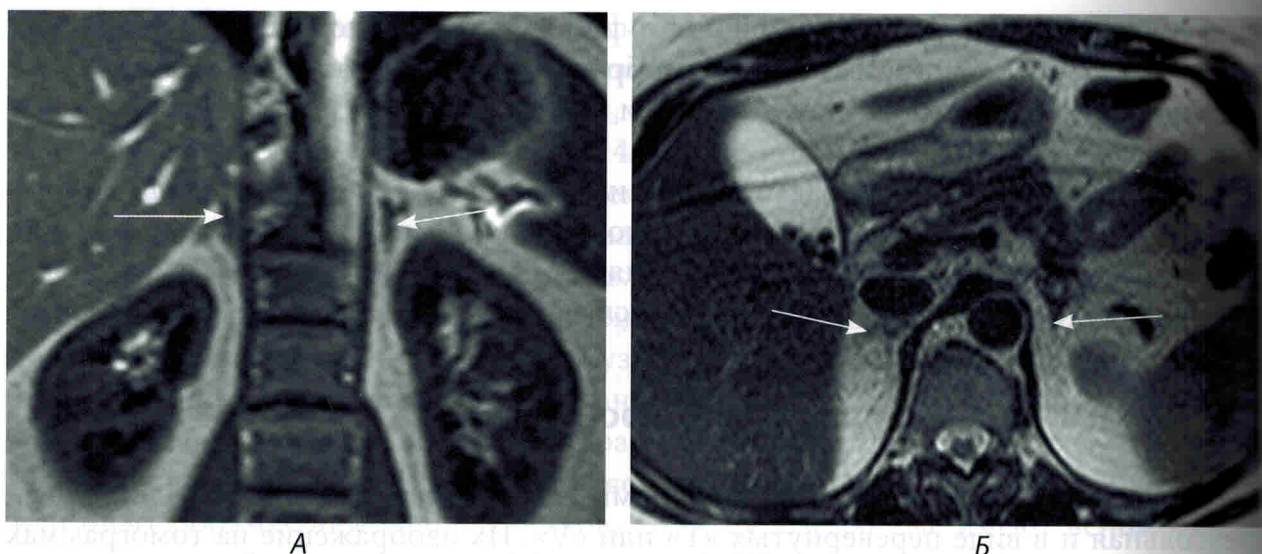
МРТ надпочечников в норме (отмечены стрелками):
